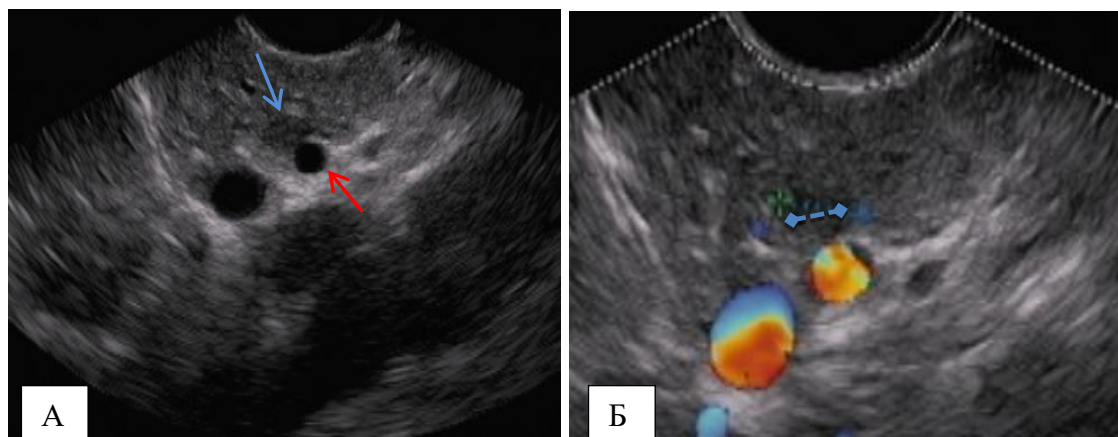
ЭндоУЗИ тела ПЖ в В-режиме (А) и в режиме ЦДК (Б). Опухоль расположена по задней поверхности ПЖ (отмечена синей стрелкой) и интимно прилежит к селезеночной артерии (отмечена красной стрелкой). Б - опухоль отмечена пунктирной линией, под ней селезеночная артерия и вена.
